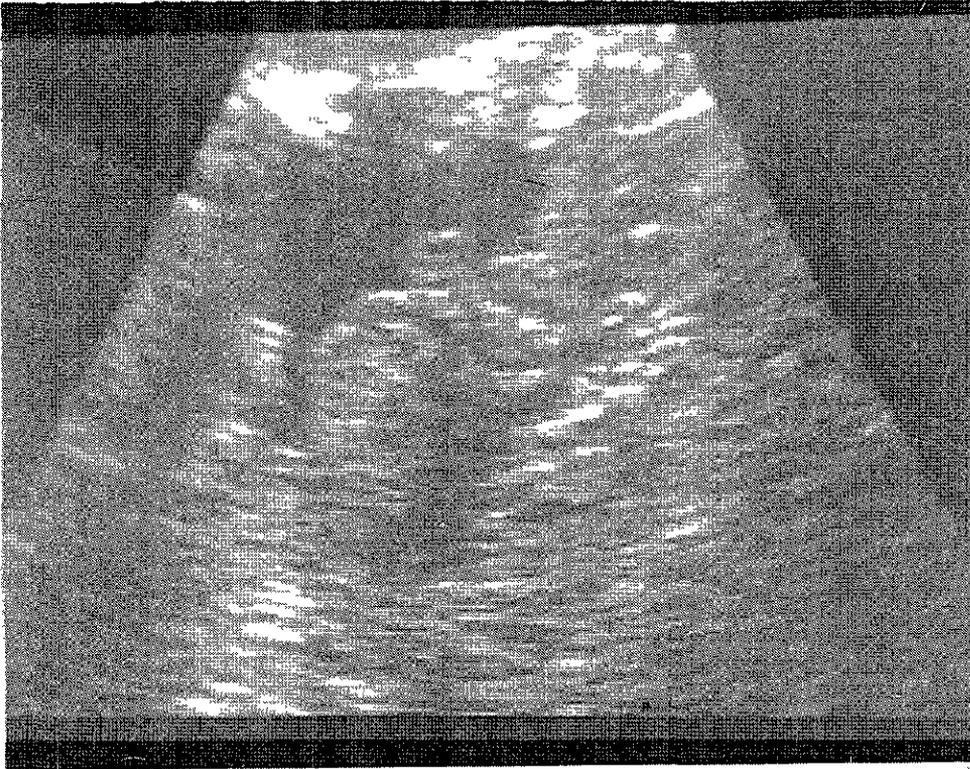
Ultrasonido en corte longitudinal a nivel gástrico en donde se aprecia imagen vegetante, lobulada, hipoecoica, intramural e intraluminal dado por un leiomiosarcoma en curvatura mayor.
